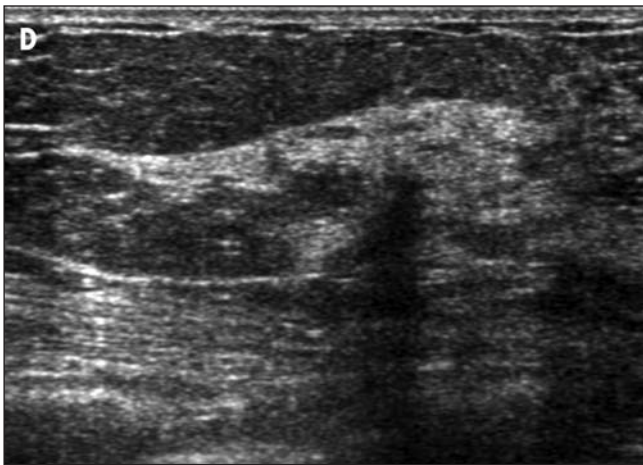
Carcinoma contralateral. A. Mujer de 74 años que se presentó con un nódulo espiculado con retracción de la piel adyacente en cuadrante inferoexterno de la mama izquierda (flecha). Se realizó biopsia ecoguiada siendo compatible con carcinoma ductal infiltrante grado II. B. La RM de mama mostró la captación nodular patológica y la afectación cutánea adyacente en la mama izquierda (flecha). C. En el cuadrante superoexterno de la mama derecha se observó un foco de captación de 6 mm de márgenes mal definidos (círculo). D. La ecografía second look confirmó las características sospechosas de la lesión de la mama derecha, realizándose biopsia ecoguiada con resultado de carcinoma ductal infiltrante grado I.
